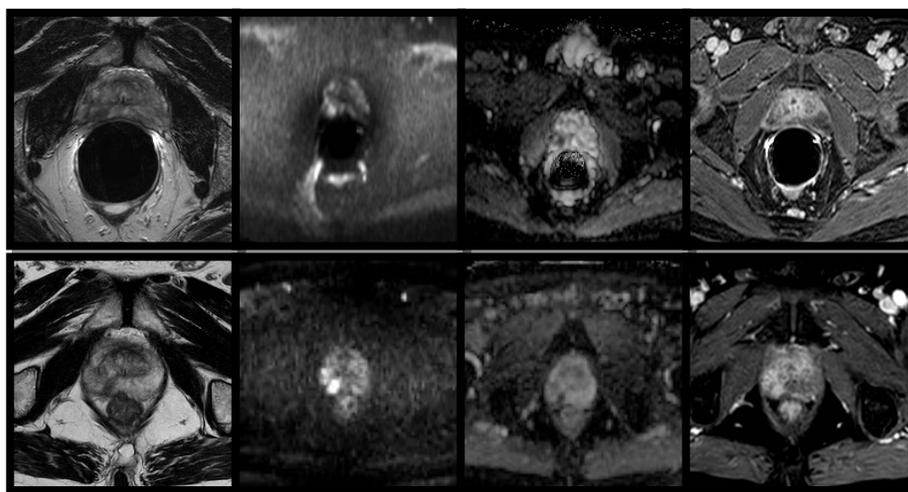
Esempio di artefatti da deformazione della ghiandola e da suscettibilità magnetica dell'aria nello stesso Paziente sottoposto ad RM prostatica con e senza bobina endorettale.
